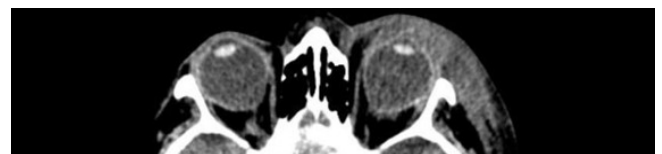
TOMOGRAFIA DE ÓRBITA COM BORRAMENTO DA GORDURA PRÉ-SEPTAL SUGERINDO CELULITE
